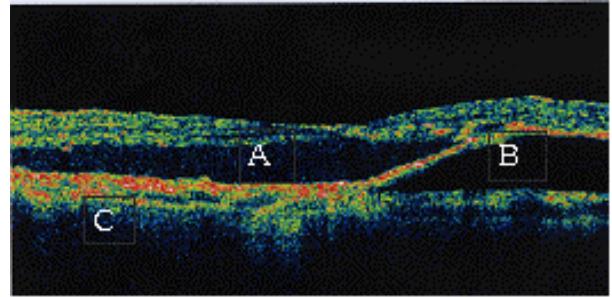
Optical coherence tomographs from the eye with age-related macular degeneration. Abnormal foveal contour was seen. Sensory retinal detachment with subretinal fluid (A), retinal pigment epithelial detachment (B), and thickened high reflective external band (C) was detected.
